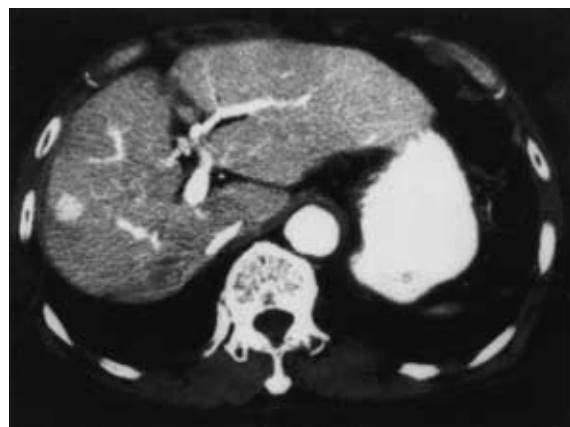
Abdominal CT scan on admission showing recurrent hepatocellular carcinoma.
